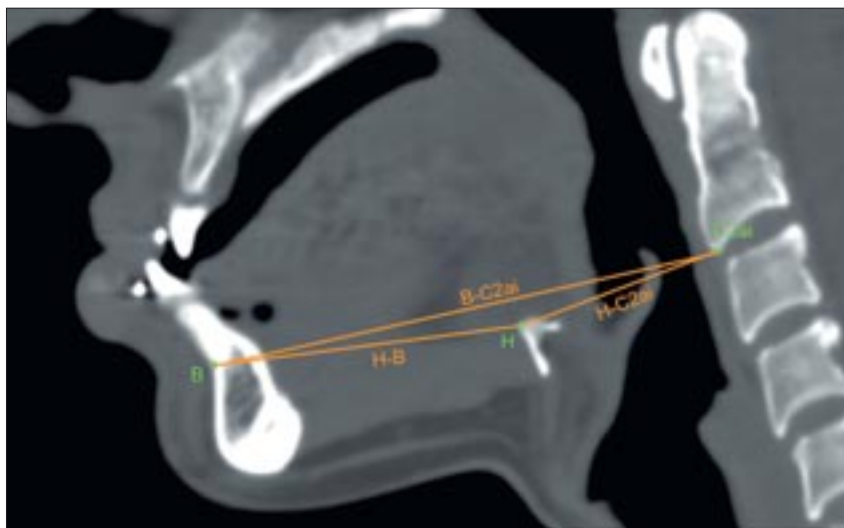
Компьютерная томограмма. МРР. Кососагиттальная проекция. Линейные измерения для проведения анализа взаимосвязи изменения положения подъязычной кости при перемещении нижней челюсти.
